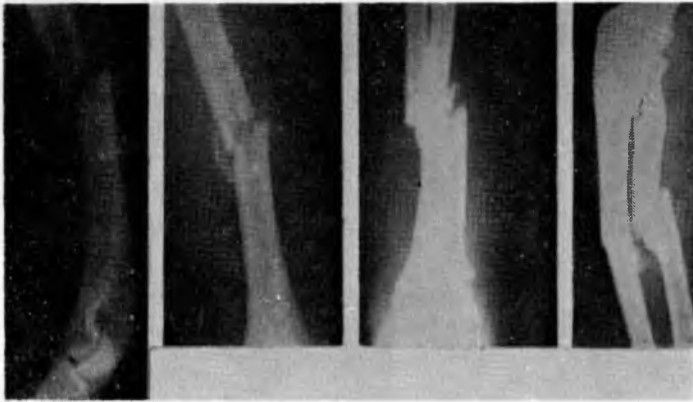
Рентгенограммы больного В. до операции
